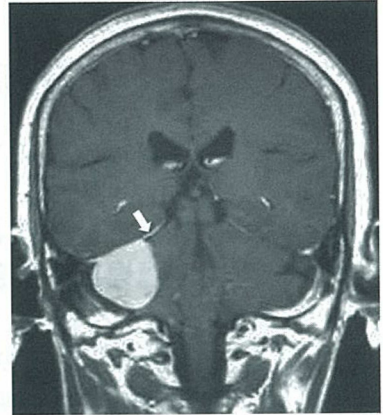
MRI T1 強調画像 テントが白く線上に描出されている(白矢印：dural tail sign)。
